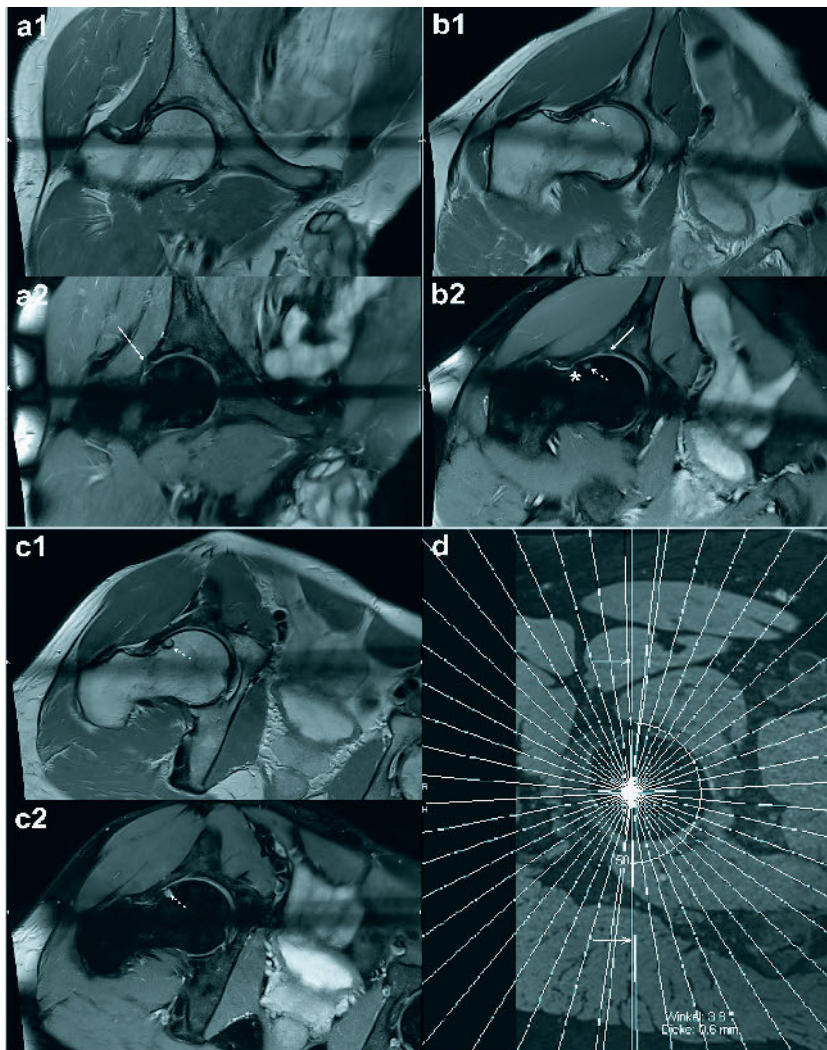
a–b Ausgewählter Schnitt einer radiären Hüft-1,5T-MRT in T1 a1, b1) und PD-fs a2, b2). a: 56-jähriger männlicher Patient mit klinisch v.a. FAI rechts, im MRT Labrumdegeneration (Pfeil) und Knorpel delamination (gestrichelter Pfeil) bei initialer Schädigung (beginnende fokale OA). b: 79-jähriger, männlicher Patient mit Leistschmerz beim Aufstehen und initialen Schritten bei fokaler fortgeschrittener OA mit lateraler-azetabulärem Appositionsosteophyt (\*) und korrespondierend subchondralem Ödem capital (Stern) sowie zentraler Chondromalazie (gestrichelter Pfeil); (mit freundlicher Genehmigung von W. Freund, Neurologisch-Radiologische BAG, 88400 Biberach)
